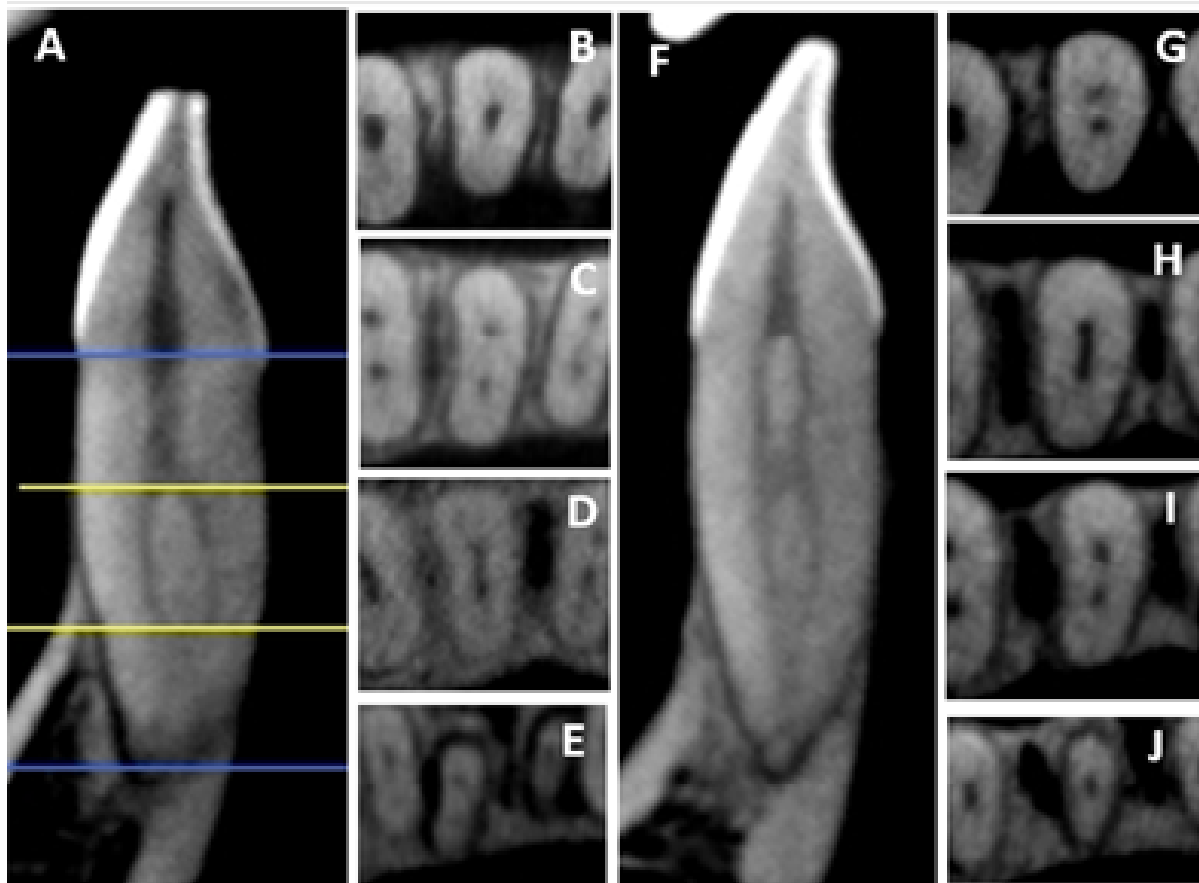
Imágenes de exploración por tomografía computarizada de haz cónico en los planos sagital y axial (coronal, tercio medio y apical) muestran diferentes configuraciones del canal radicular. Vertucci tipo VII (A-E) y un tipo adicional (F-J). Fuente: Departamento de Imagenología, Facultad de Odontología de la Universidad de Cuenca.
